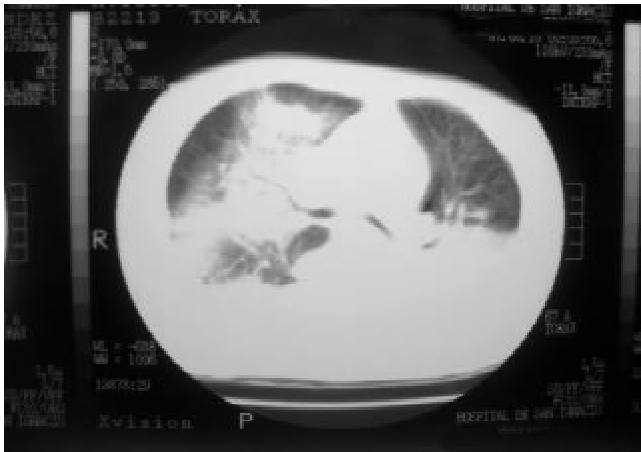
Tomografía de tórax de alta resolución: consolidaciones parenquimatosas que comprometen los segmentos basales del lóbulo inferior derecho con focos centrales de necrosis. Hay además reacción pleural concomitante posterobasal bilateral de predominio derecho y atelectasias subsegmentarias bibasales, discretas zonas con patrón en vidrio esmerilado comprometiendo ambos campos pulmonares.
